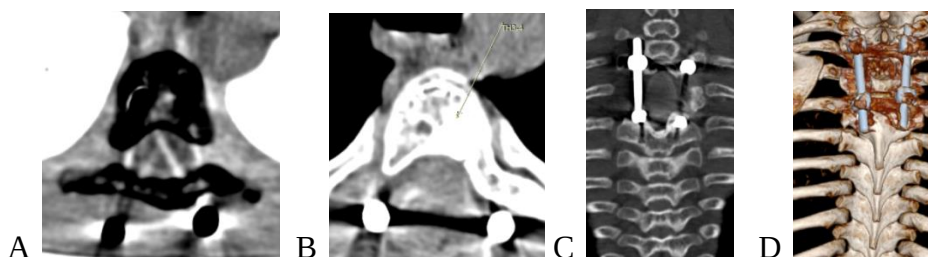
CT toracică postoperatorie A,B,C,D: A,B– secțiuni transversale la nivelul corpului vertebral Th4– rezecția procesului litic și a complexului posterior Th4, Th3, poziționarea corectă a șuruburilor în pediculi bilateral; C– secțiune sagitală la nivelul Th4– rezecția complexului posterior Th4 și Th3; D– reconstrucție osoasă cu fixare transpediculară Th3-Th5, plasarea corectă a șuruburilor.
